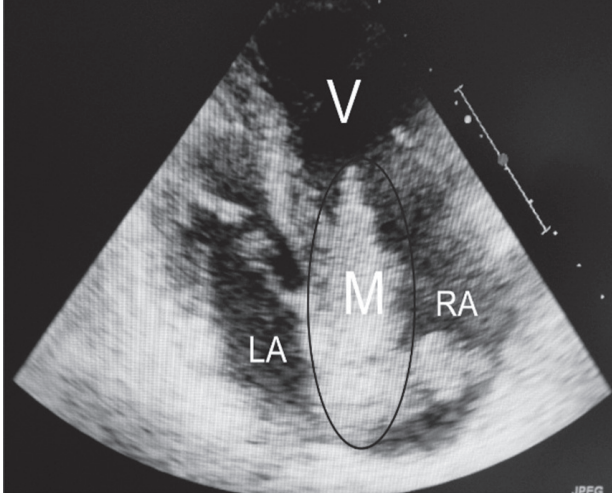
Ecocardiograma TT. Se aprecia gran masa en aurícula derecha que protruye masa por válvula tricúspide en diástole.
